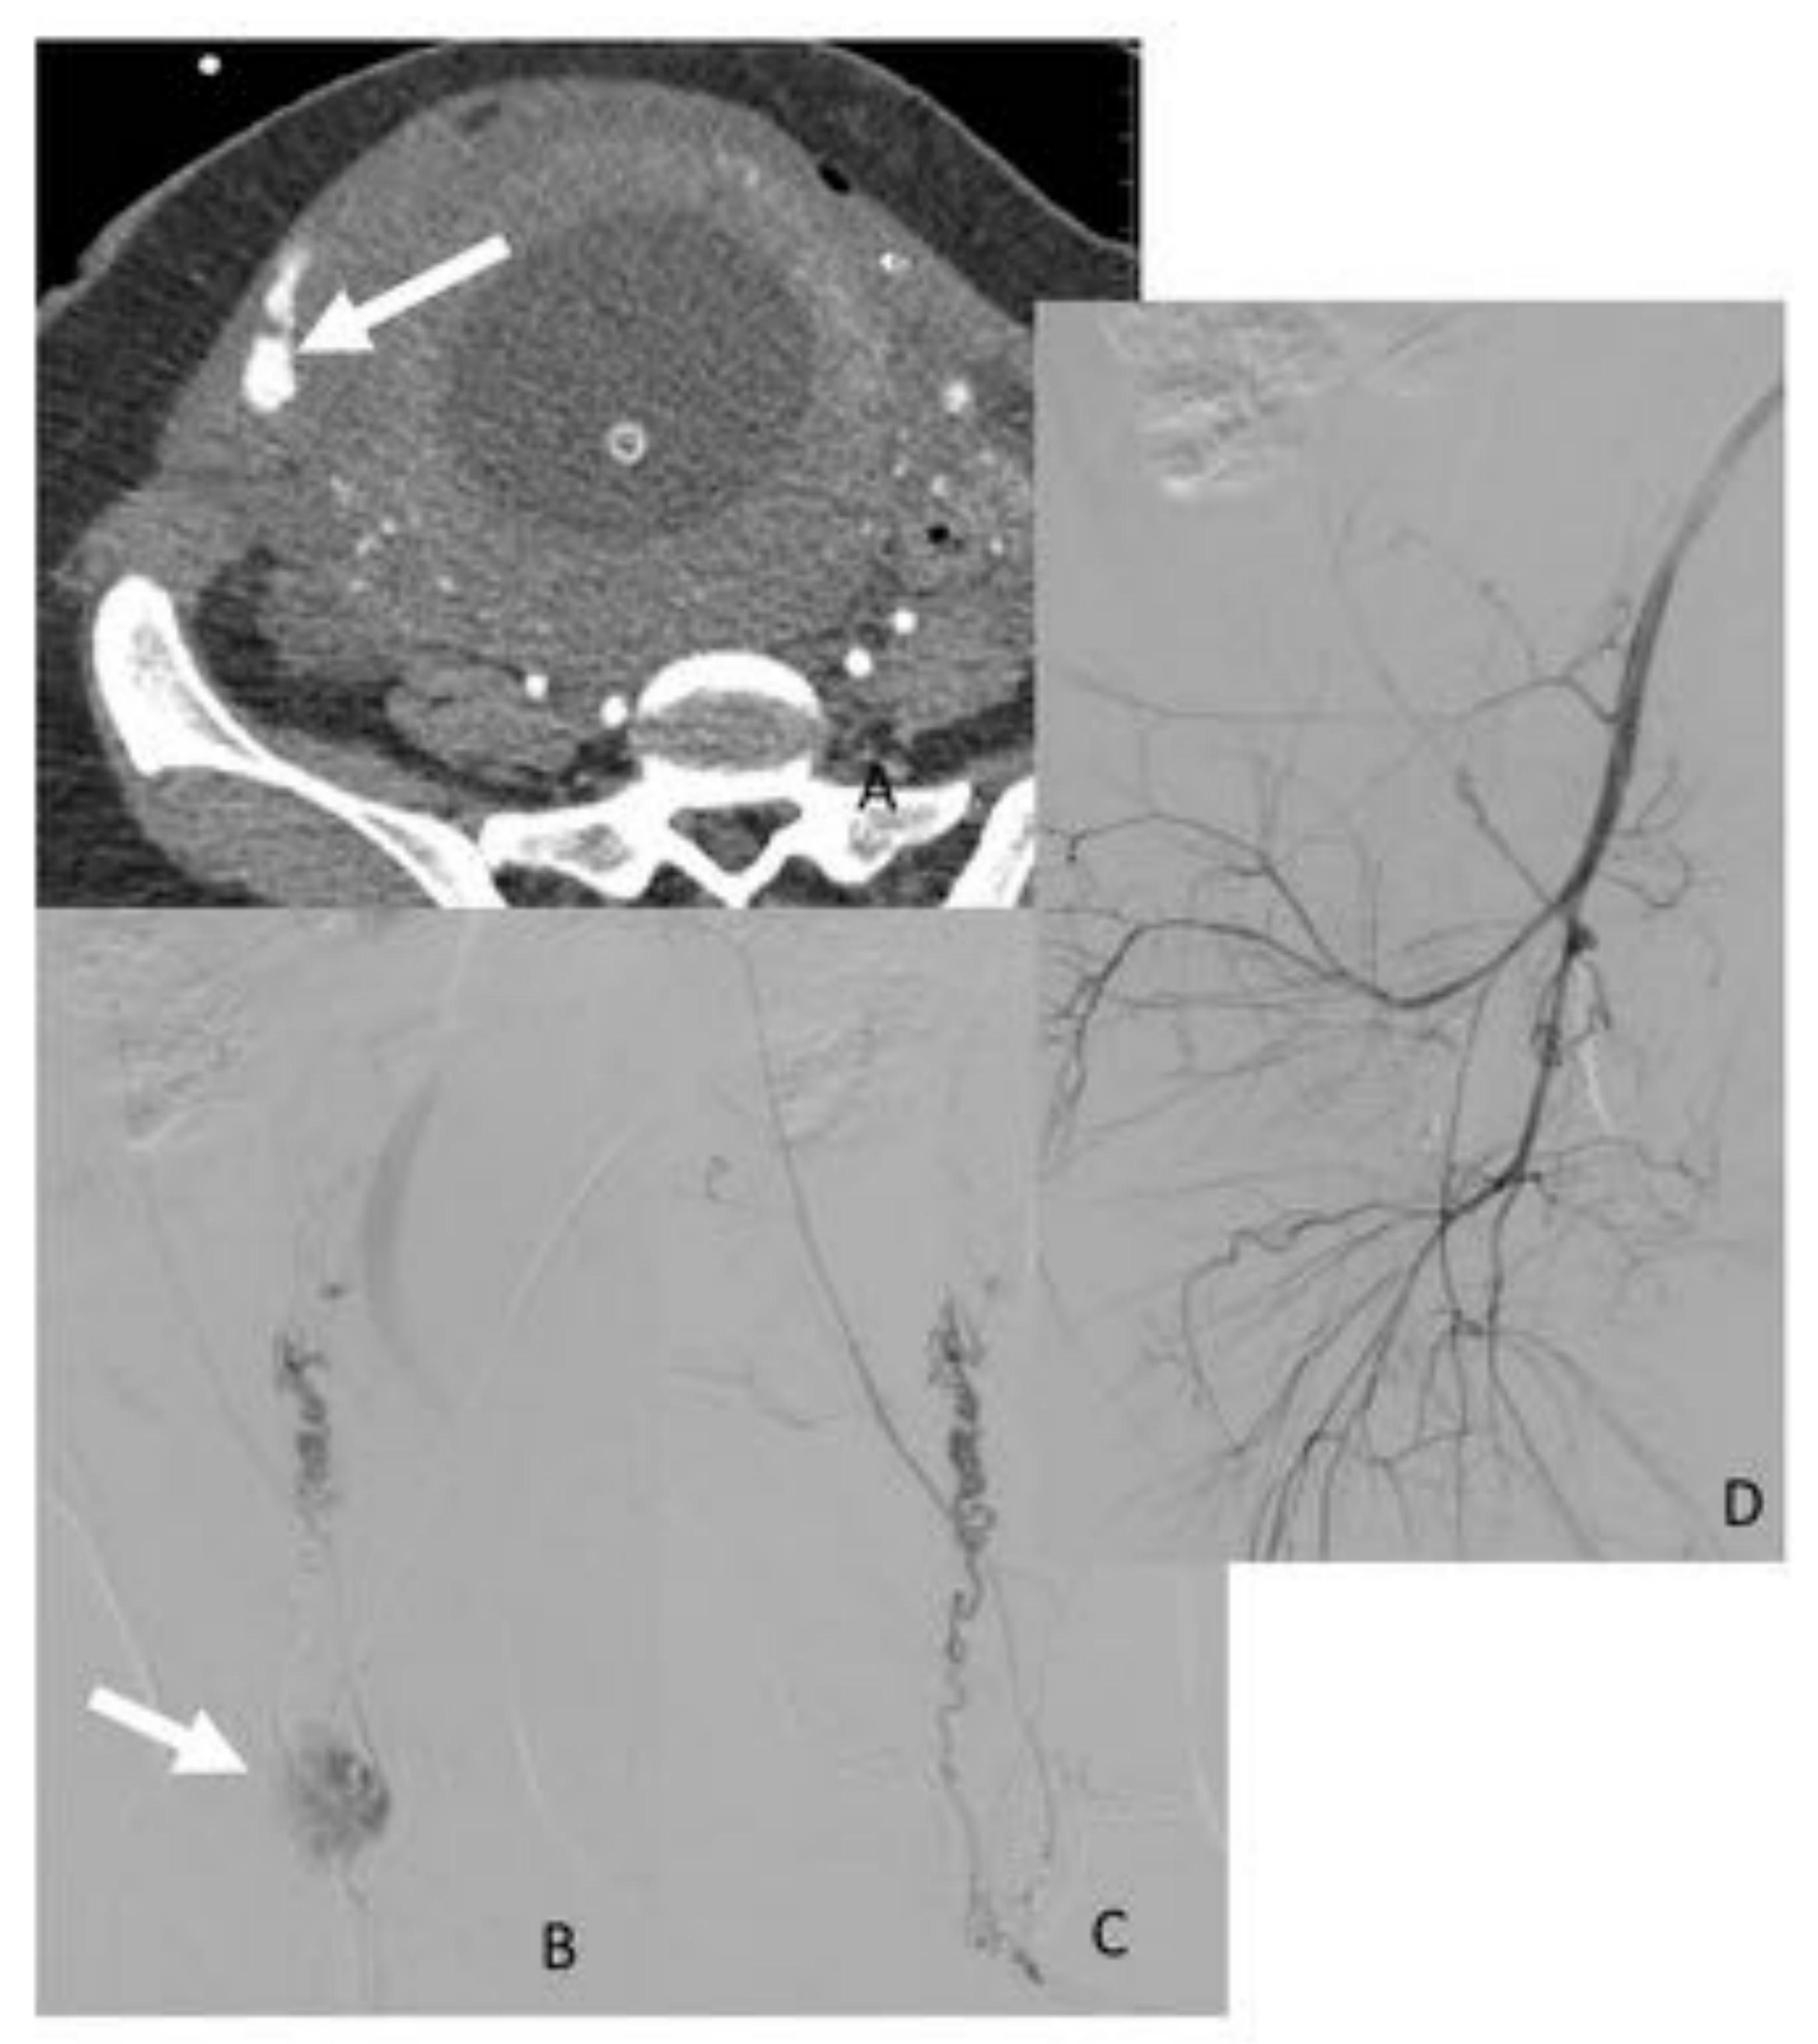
En imagen A se observa un Angio-TC que muestra sangrado arterial activo a nivel de músculo recto anterior del abdomen derecho tras cesárea. Portadora de sonda balón de compresión uterina por atonía. Imagen B muestra sangrado activo de arteria epigástrica inferior derecha (flecha). Imagen C muestra el cese del sangrado tras la embolización con espirales metálicos y partículas de alcohol de polvinilo. No se visualiza focos de sangrado en arterias ilíacas internas, en la imagen D muestra la arteria ilíaca interna derecha. En esta paciente se deja el introductor sin complicaciones posteriores ni necesidad de reembolización.
